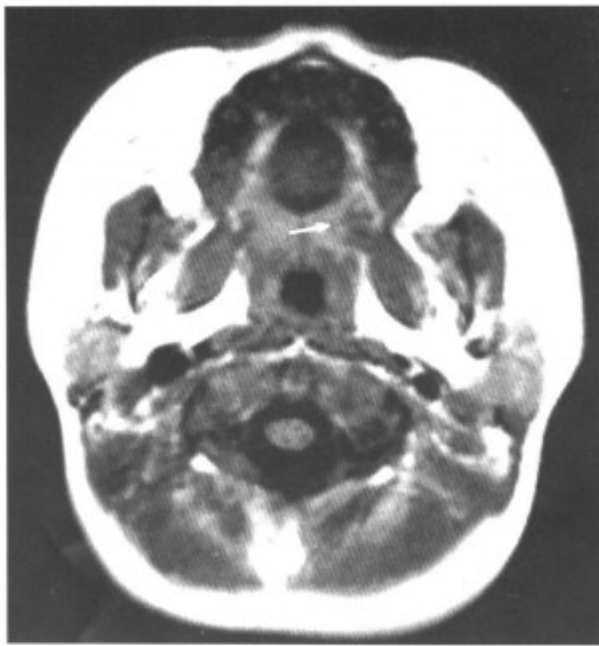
左侧软腭海绵状血管瘤 (MRI-T₁WI 扫描肿瘤呈等信号〈箭头〉)
